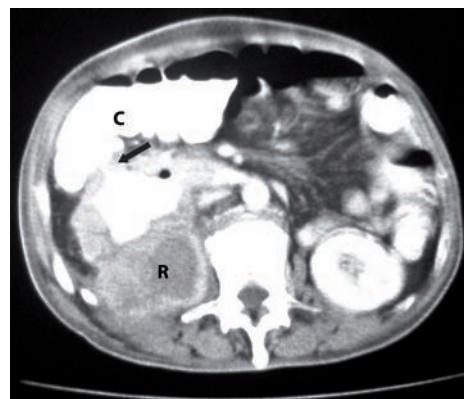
Tomografía de abdomen con contraste oral e intravenoso que muestra un trayecto fistuloso evidente.
